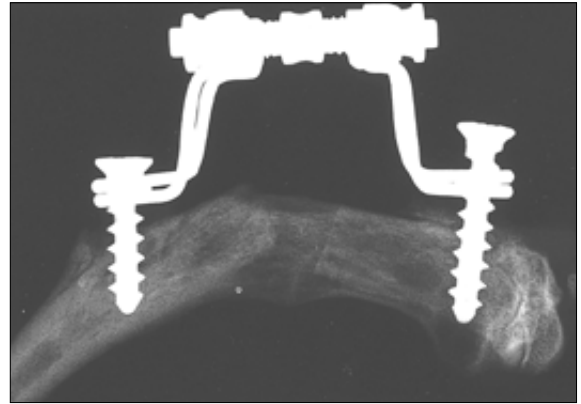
Radiographic findings at 4 weeks in 1mm group.
